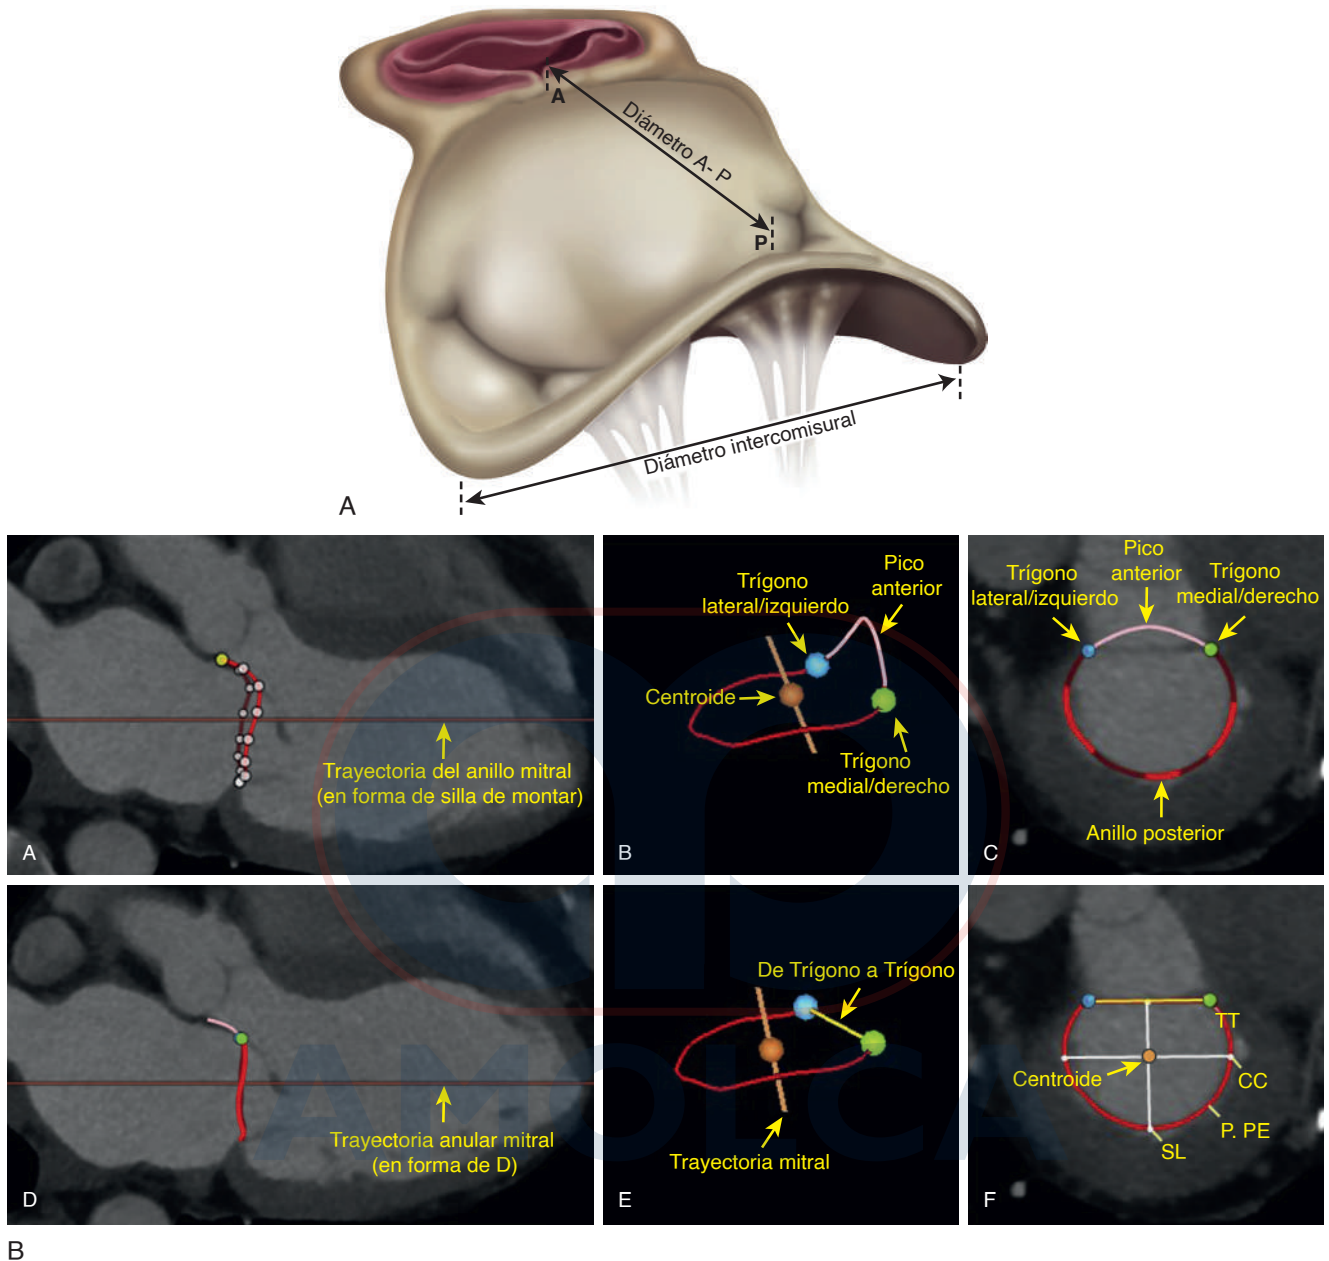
Plano tridimensional de la válvula mitral en forma de silla de montar. El plano de la válvula mitral no es plano,⁶ y se asemeja a una silla de montar, como indica su nombre, «mitra», que significa «sombbrero de obispo». ([A], de Banks T, Razeghi O, Ntalas I, et al. Automated quantification of mitral valve geometry on multi-slice computed tomography in patients with dilated cardiomyopathy-implications for transcatheter mitral valve replacement. *J Cardiovasc Comput Tomogr.* 2018;12(4):329-337. [B], De Blanke P, Naoum C, Webb J, et al. Imágenes multimodales en el contexto del reemplazo transcáteter de la válvula mitral: establecimiento de consenso entre modalidades y disciplinas. *JACC Cardiovasc Imaging.* 2015;8[10]:1191-1208.)
